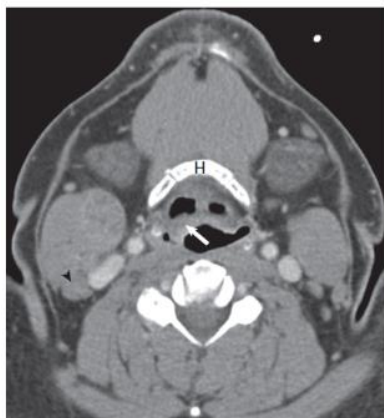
Epiglottic carcinoma on computed tomography. A tumor produces thickening of the right side of the epiglottis (arrow) at the level of the hyoid bone (H). Note the metastatic lymph node located at levels IIA and III (arrowhead).
